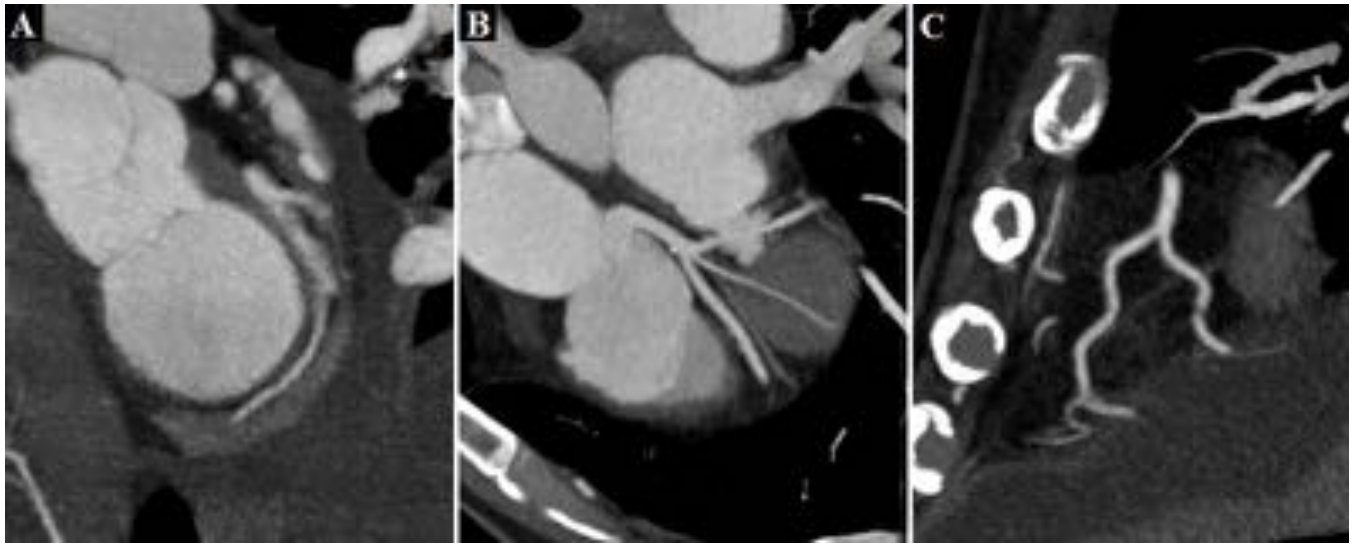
Otras arterias coronarias que también pueden ser valoradas mediante TC: Circunfleja (A), Tronco Coronario Izquierdo con rama bisectriz (B) y ramas agudas marginales de la Coronaria Derecha (C).
